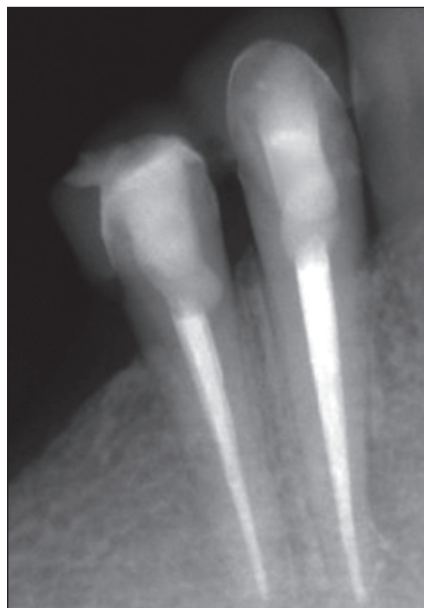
Контрольная рентгенограмма через 4 года после пломбирования канала. Ноябрь 2013 г.
